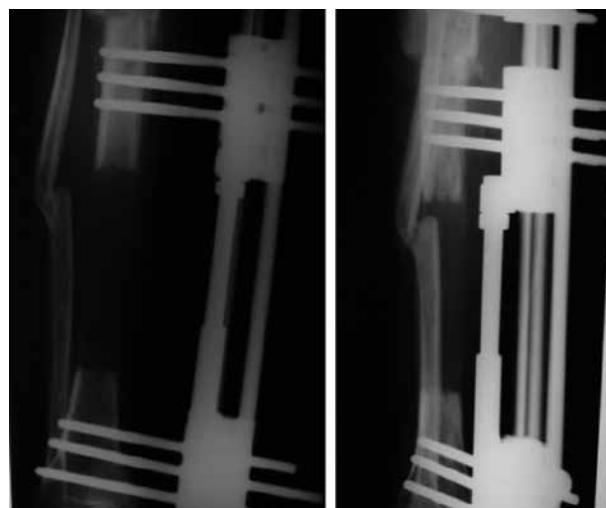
Radiografía AP y lateral de pierna derecha. Control posquirúrgico 9 meses después de inicio de transporte. Se observa corticalización diafisiaria de tibia y llegada al "Docking site"
